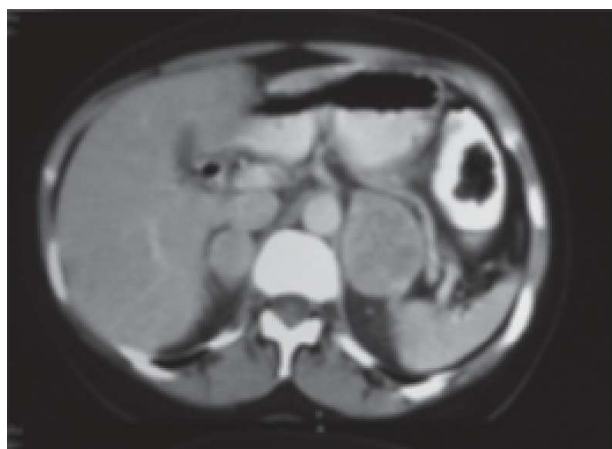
Tomografía computarizada que muestra tumores sólidos en ambas suprarrenales con densidad homogénea y realce moderado.
